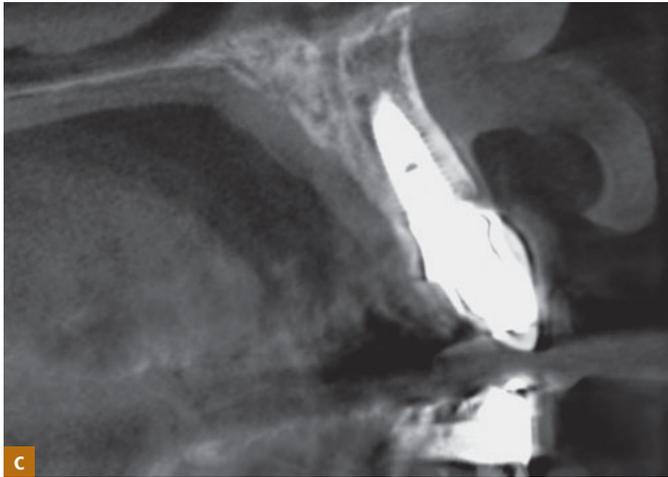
Röntgenaufnahme 4 Jahre nach Abschluss der Behandlung.
